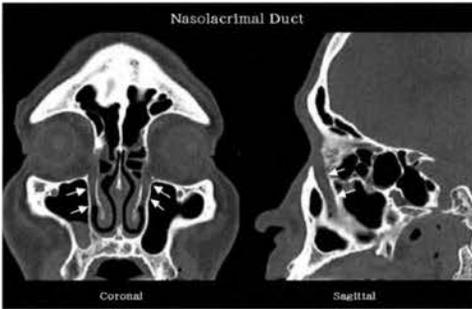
0.5mmマルチスライスCTによる鼻涙管の描出(→)軸位断あるいは直接冠状断と同等の分解能で、再構成矢状断・冠状断が得られている。ポリウムデータから任意部位を任意方向で再構成できるので、目的の構造を必ず捉えることができる。直接冠状断で問題となる歯からのアーチファクトが無いのも、利点の一つである。
